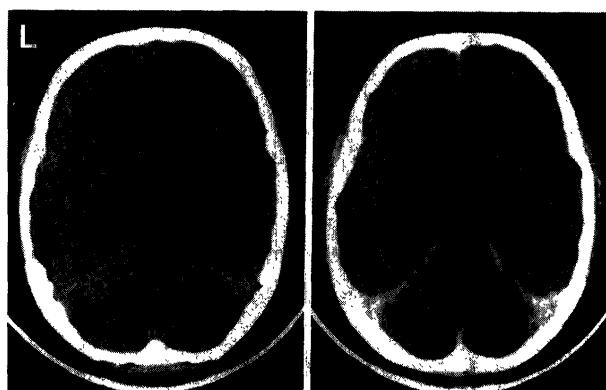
Plain (left) and enhanced (right) computed tomography scans, demonstrating multiple cerebellar infarcts.
